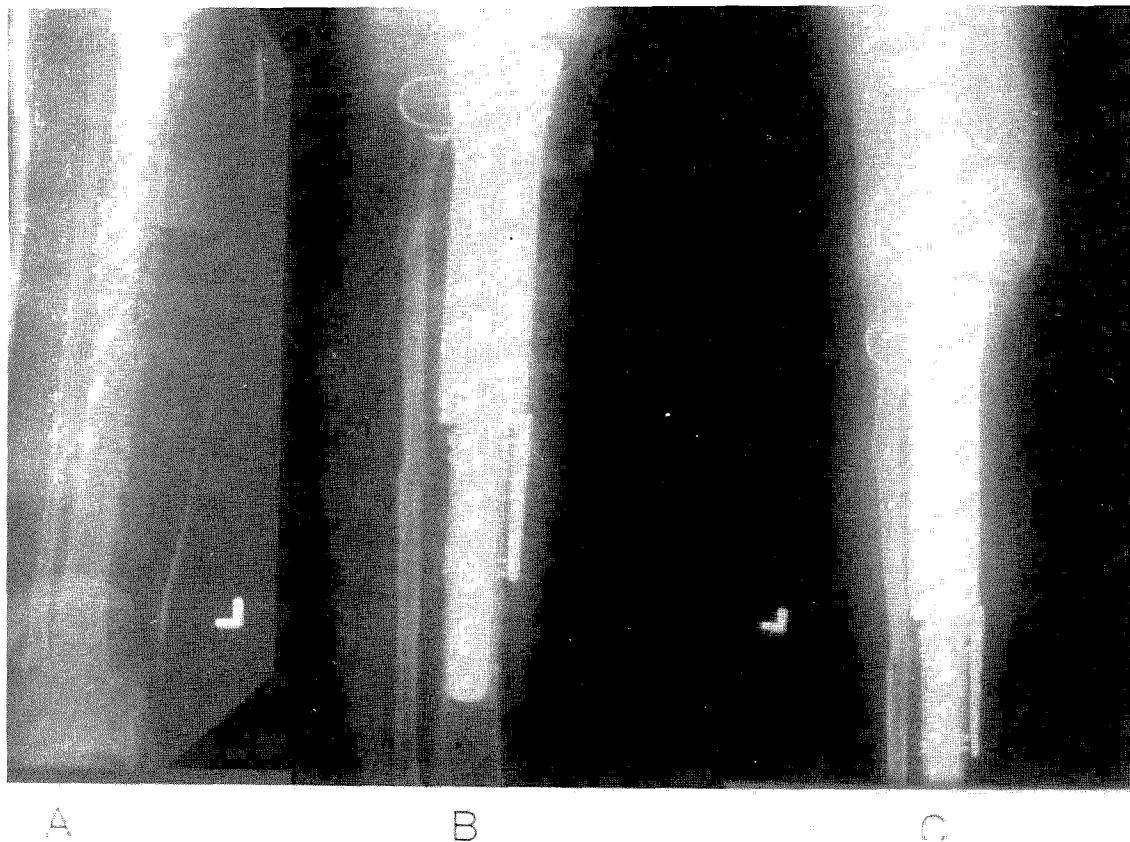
Simple roentgenogram shows cement bead inserted in bone defect for infection control.
